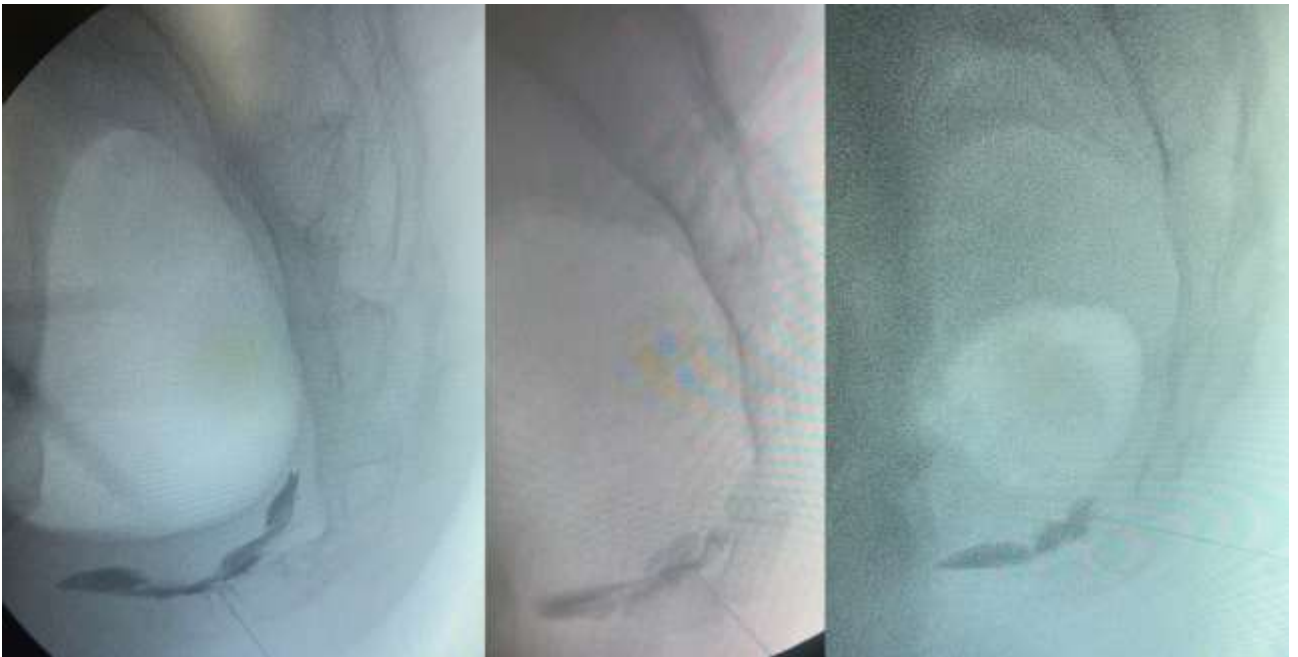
Рентгеноскопія інтервенцій непарного вузла в трьох пацієнтів із посттравматичною кокцигодинією
